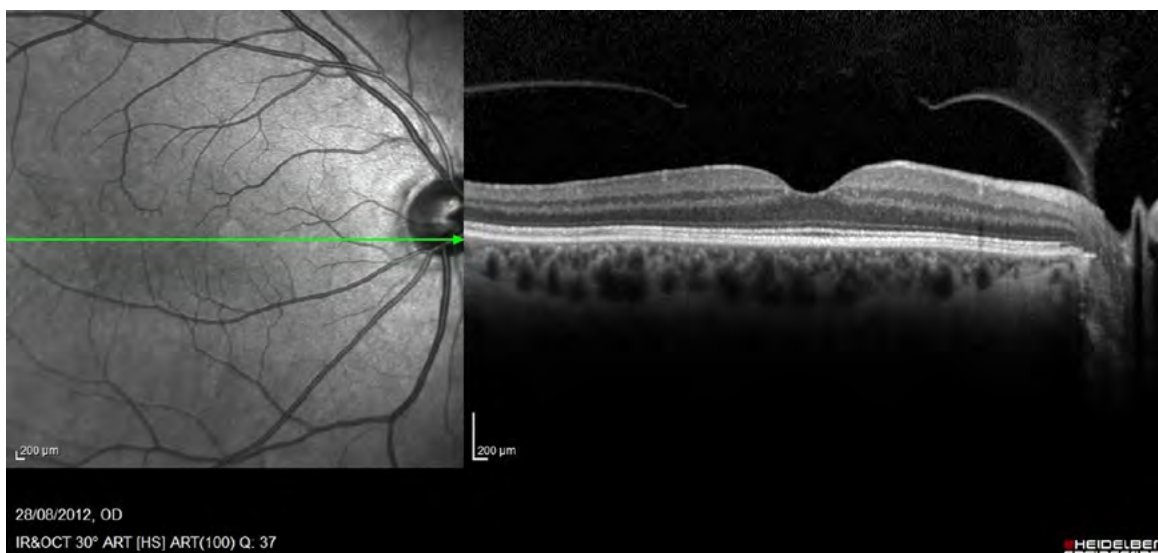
Использование ОКТ (оптической когерентной томографии) может быть лучшим методом проверки здоровья глаз ребенка с гиперчувствительным зрением
